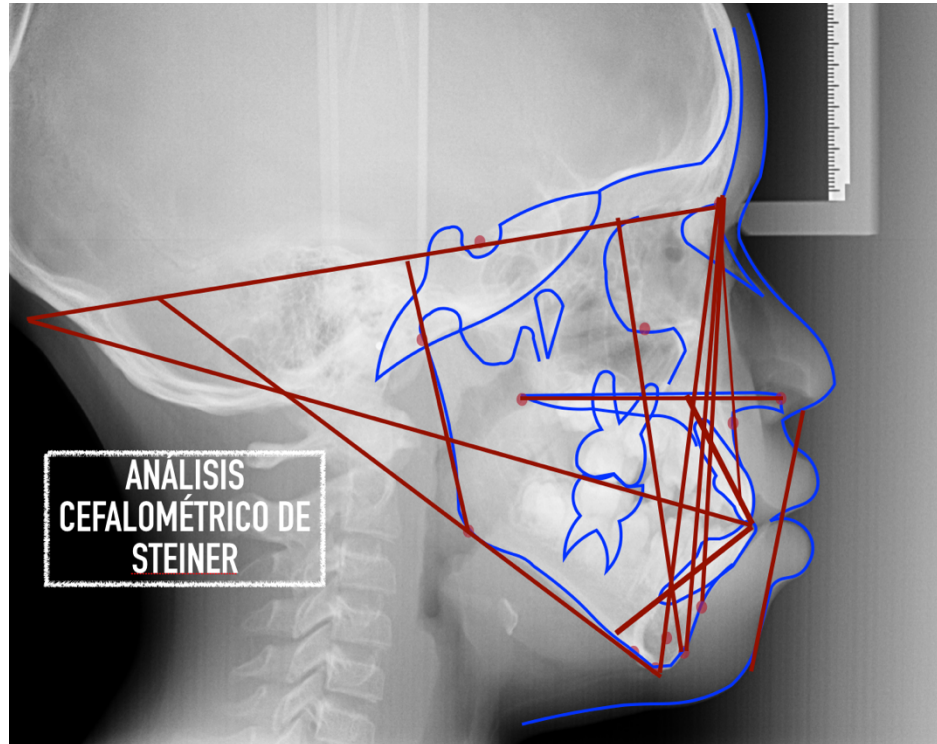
Radiografía lateral inicial, con trazado de Steiner del 14-04-2015
